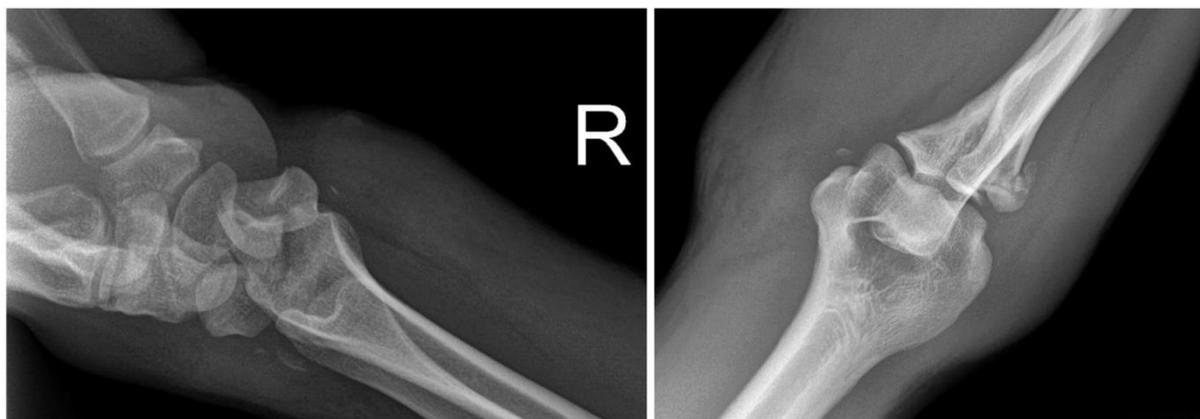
Рентгенография локтевого сустава, костей предплечья и кисти в стандартных проекциях
